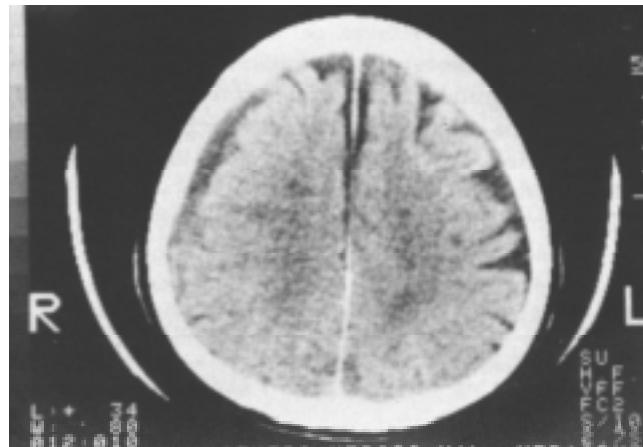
También en los cortes más altos de la tomografía de control, se confirma la reabsorción completa del hematoma. La atrofia cerebral, amplía el espacio subaracnoideo y resalta los surcos de la convexidad.
